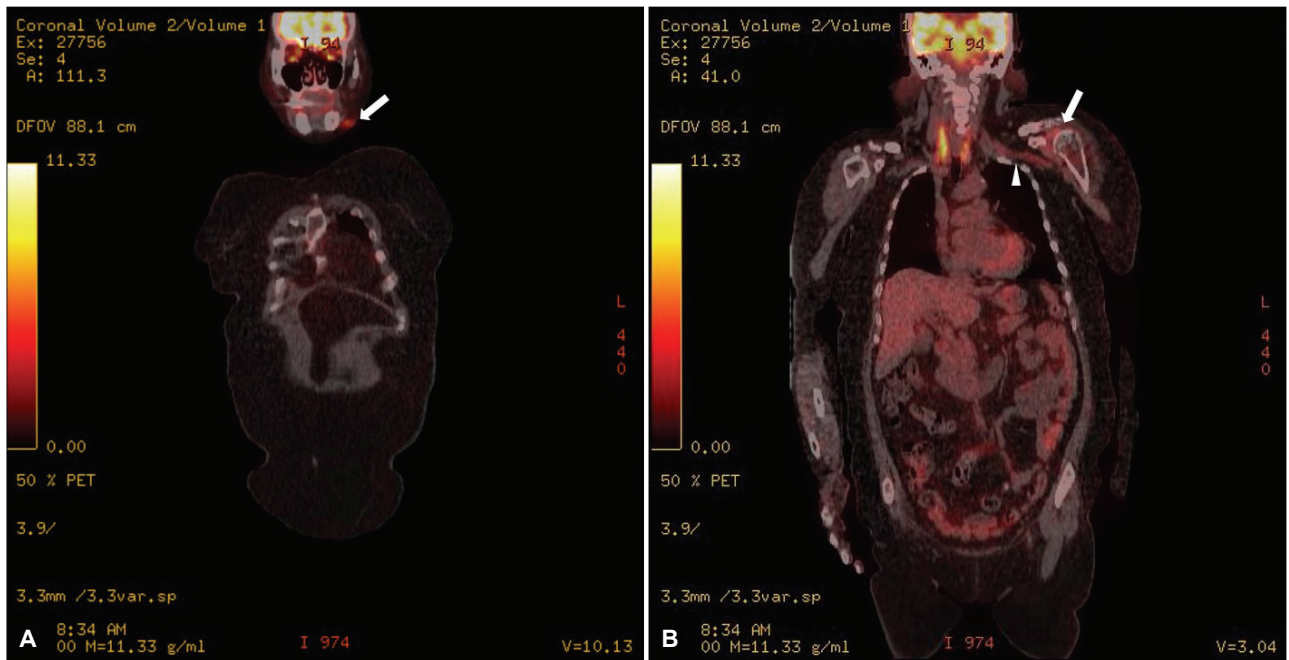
18F-FDG-PET of the patient. 18F-FDG-PET images show hypermetabolic lesions on left chin (arrow) (A) and left shoulder (arrow) (B), and mild increased FDG uptake along the left brachial plexus (arrowhead) (B). FDG-PET; fluorodeoxyglucose-positron emission tomography.
